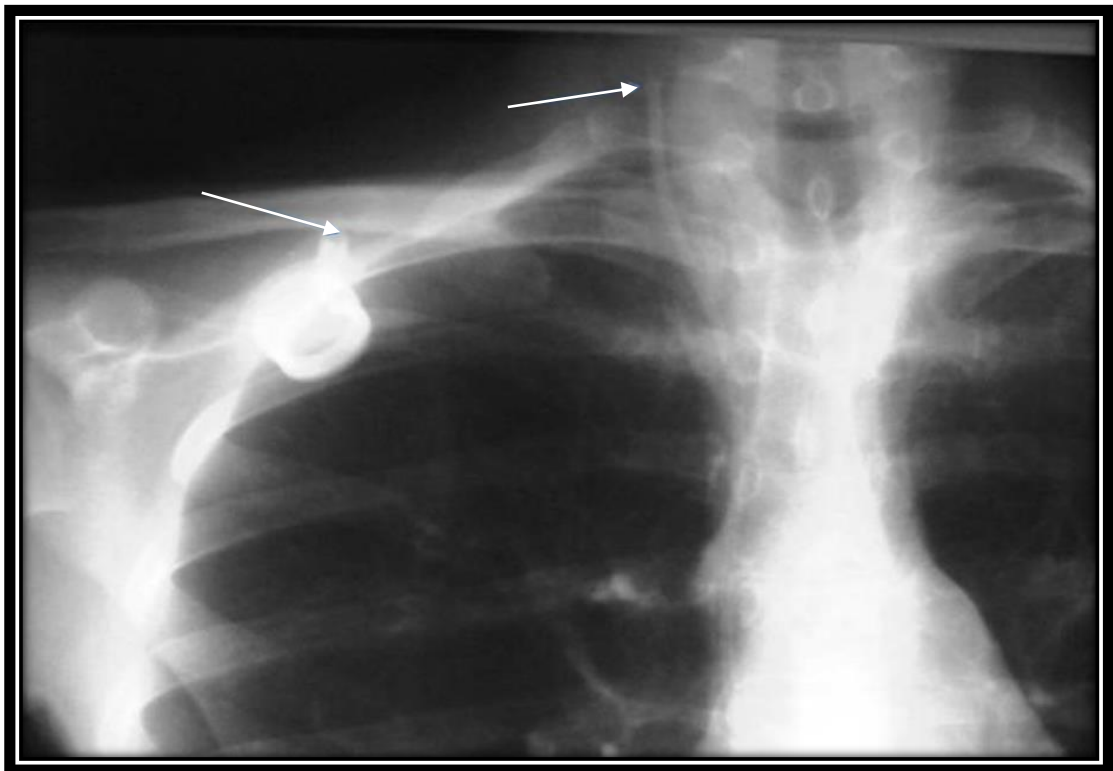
Radiographie thoracique montrant une rupture proximale du cathéter qui migre au niveau de la veine jugulaire interne droite loin de la chambre.
